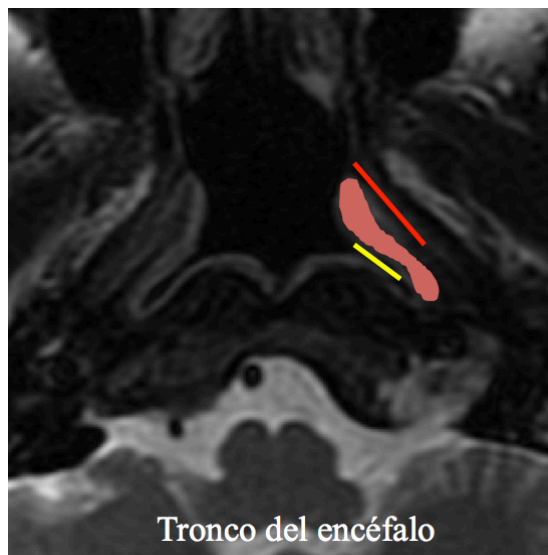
Resonancia magnética de la nasofaringe. Estructuras de referencia en la nasofaringe. Trompa de Eustaquio (línea roja), receso de Rosenmüller (línea amarilla) y torus (imagen naranja).
